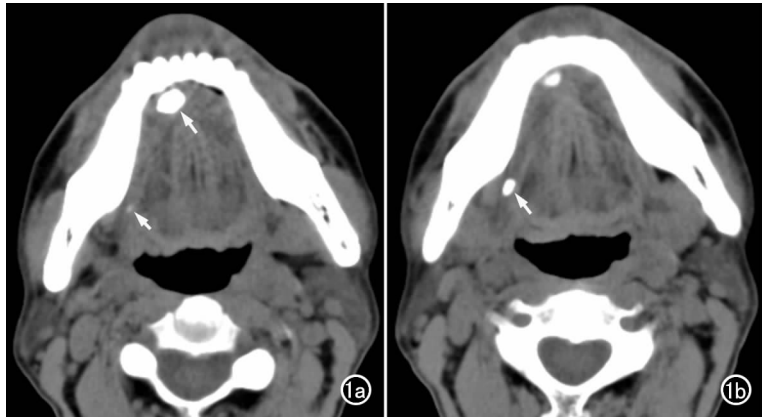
a) CT平扫示口腔底(右下侧切牙根部、后内侧)较大高密度结石影(箭),结石长轴与下颌骨体部平行,沿下颌骨右内侧向后也见一小点状高密度结石影(箭);b)图1a的下一层面扫描示后方结石显示变清晰,结石位于下颌骨角内侧,结石长轴与右下颌骨角平行。
